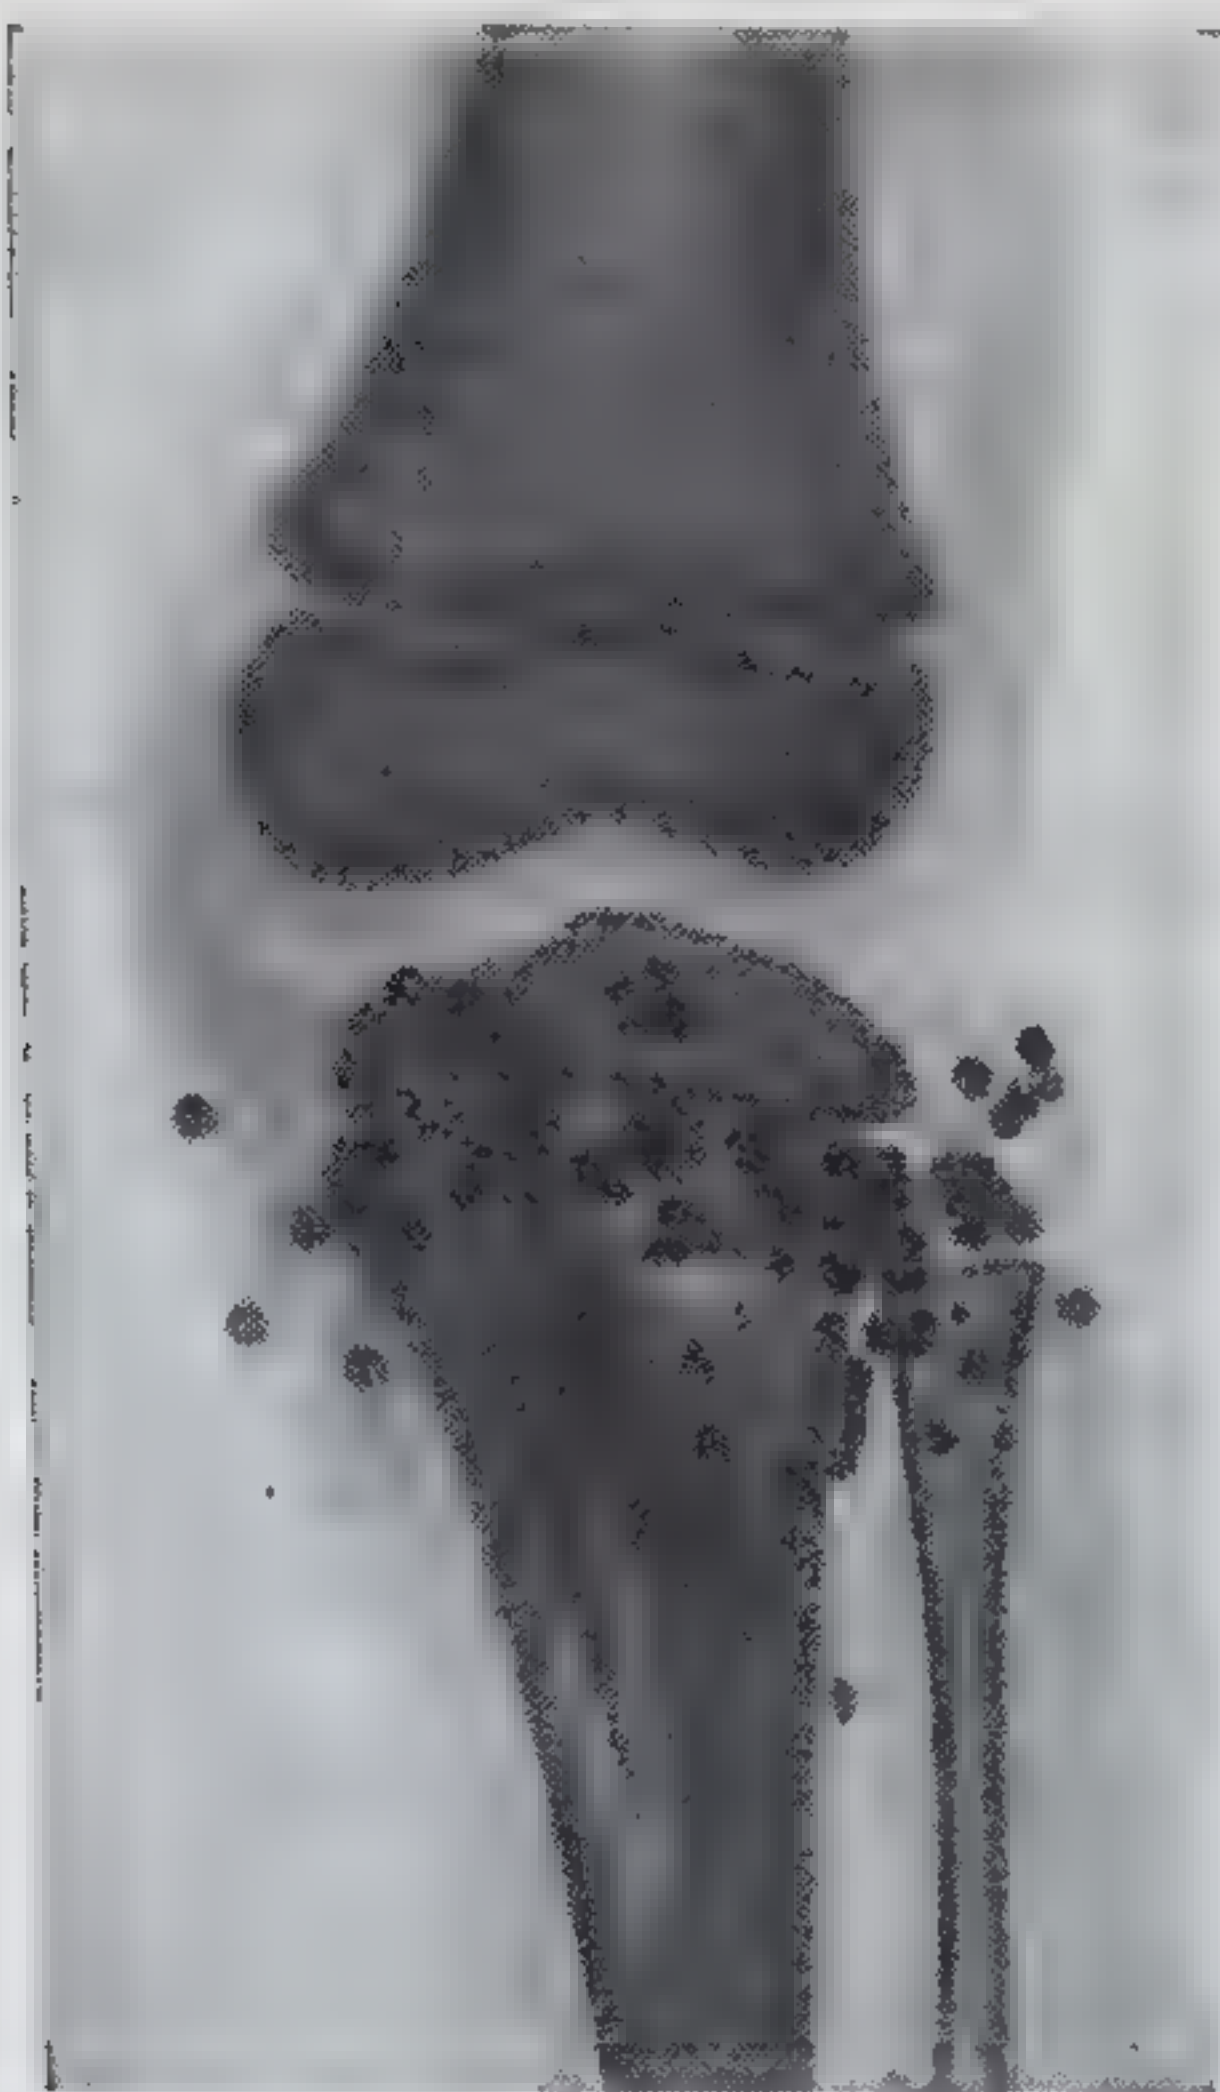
Рентгеновская картина дробинок при выстреле с 5 м.
